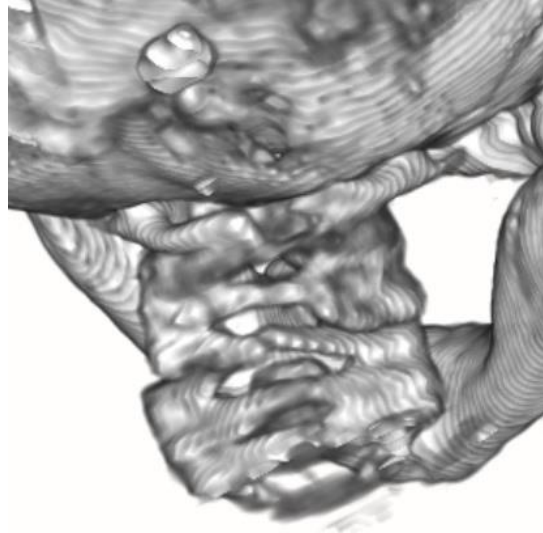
Individuo CNCR LA-2016.02.01. Vista posterior de vértebras fusionadas en TC.
